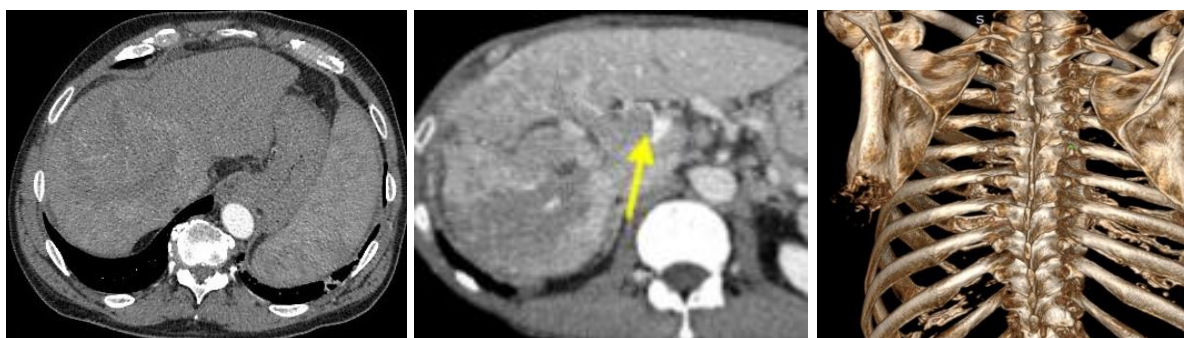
Пациент П., 66 л., гепатоцеллюлярный рак. МСКТ печени. При контрольном обследовании после проведенного лечения выявлено распространение опухоли в воротную вену (LR-TIV) (желтая стрелка). Также выявлен отдаленный метастатический (верифицированный) очаг в лопатку
